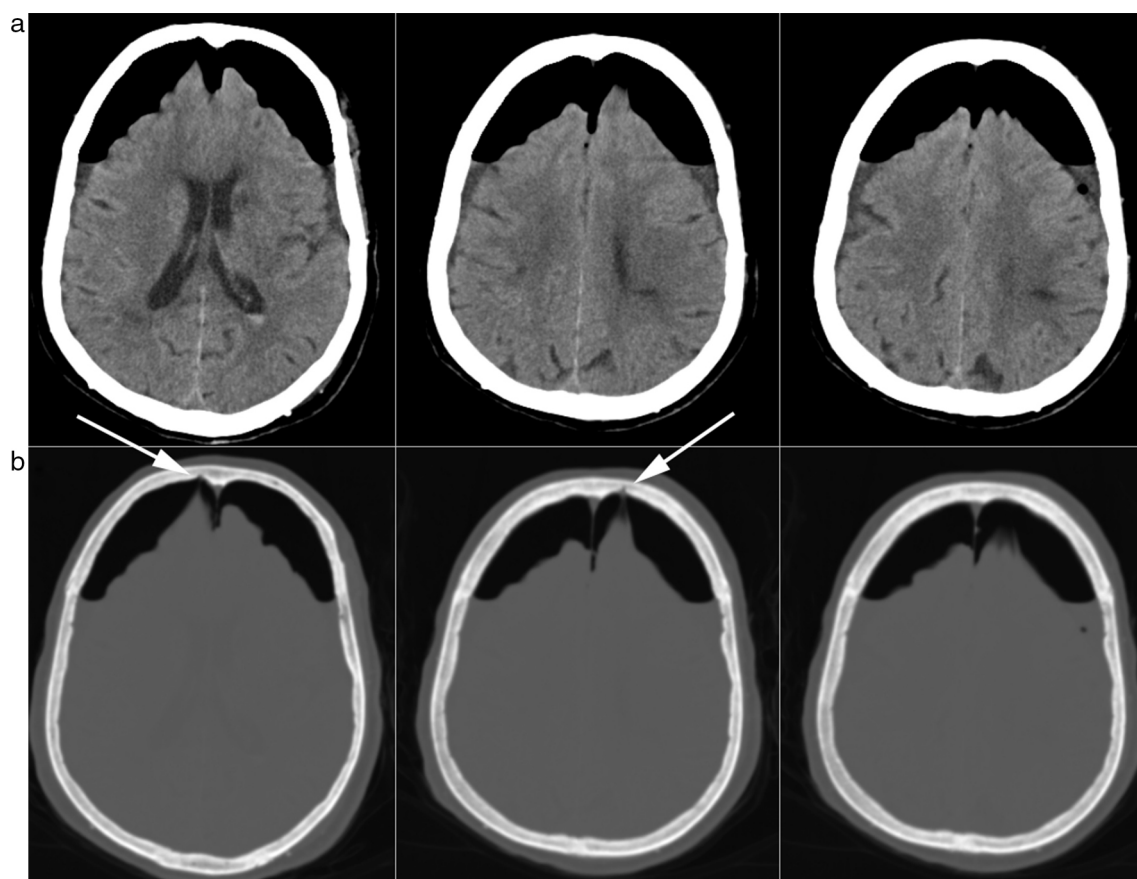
Tomografía computada craneal: (a) con un ancho y nivel de ventana estándar, se aprecia el afilamiento de los lóbulos frontales; (b) con el ancho y nivel de ventana cambiado a 3500 y 700, respectivamente, se aprecian los frunces de la membrana aracnoidea que permanece anclada a las granulaciones aracnoideas (flechas).
